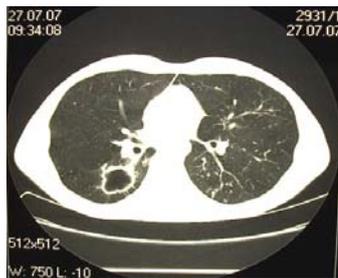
Компьютерная томограмма больного К., предоперационный период
